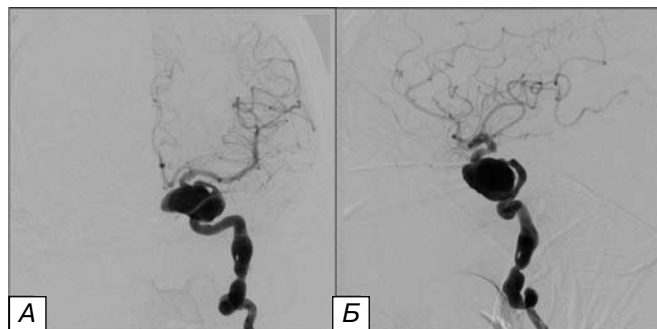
Левосторонняя каротидная ангиография. А – прямая проекция, Б – боковая проекция. На уровне кавернозного отдела левой VCA определяется гигантская фузиформная аневризма 18,5 x 23,9 x 29,2 мм и признаки фузиформного расширения экстракраниального отдела левой VCA.
